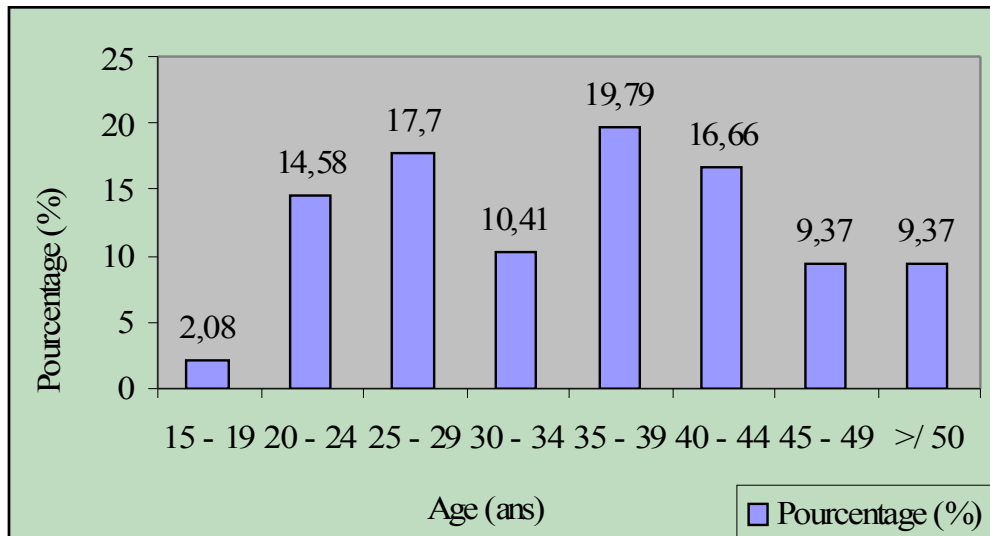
Représentation graphique de l'échographie pelvienne selon l'âge
